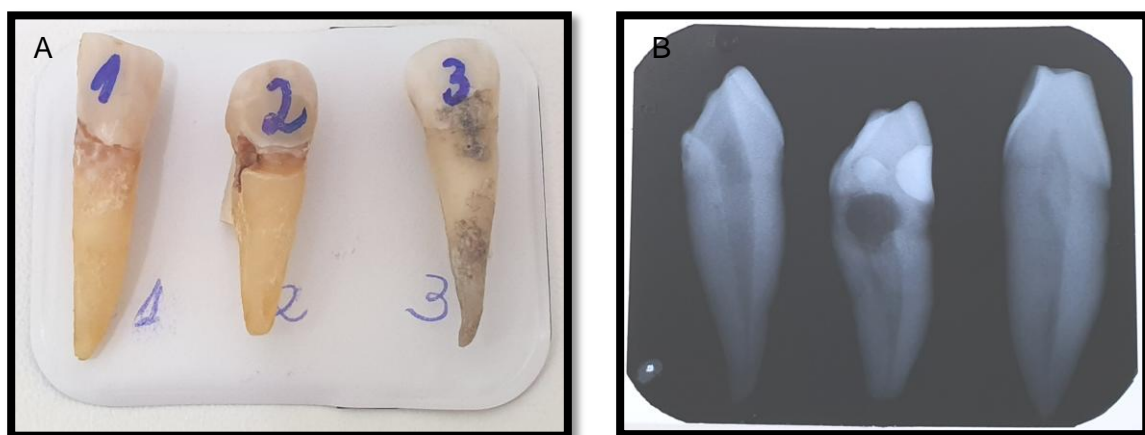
Dentes extraídos. (A) Unirradiculares. (B) Radiografia.
